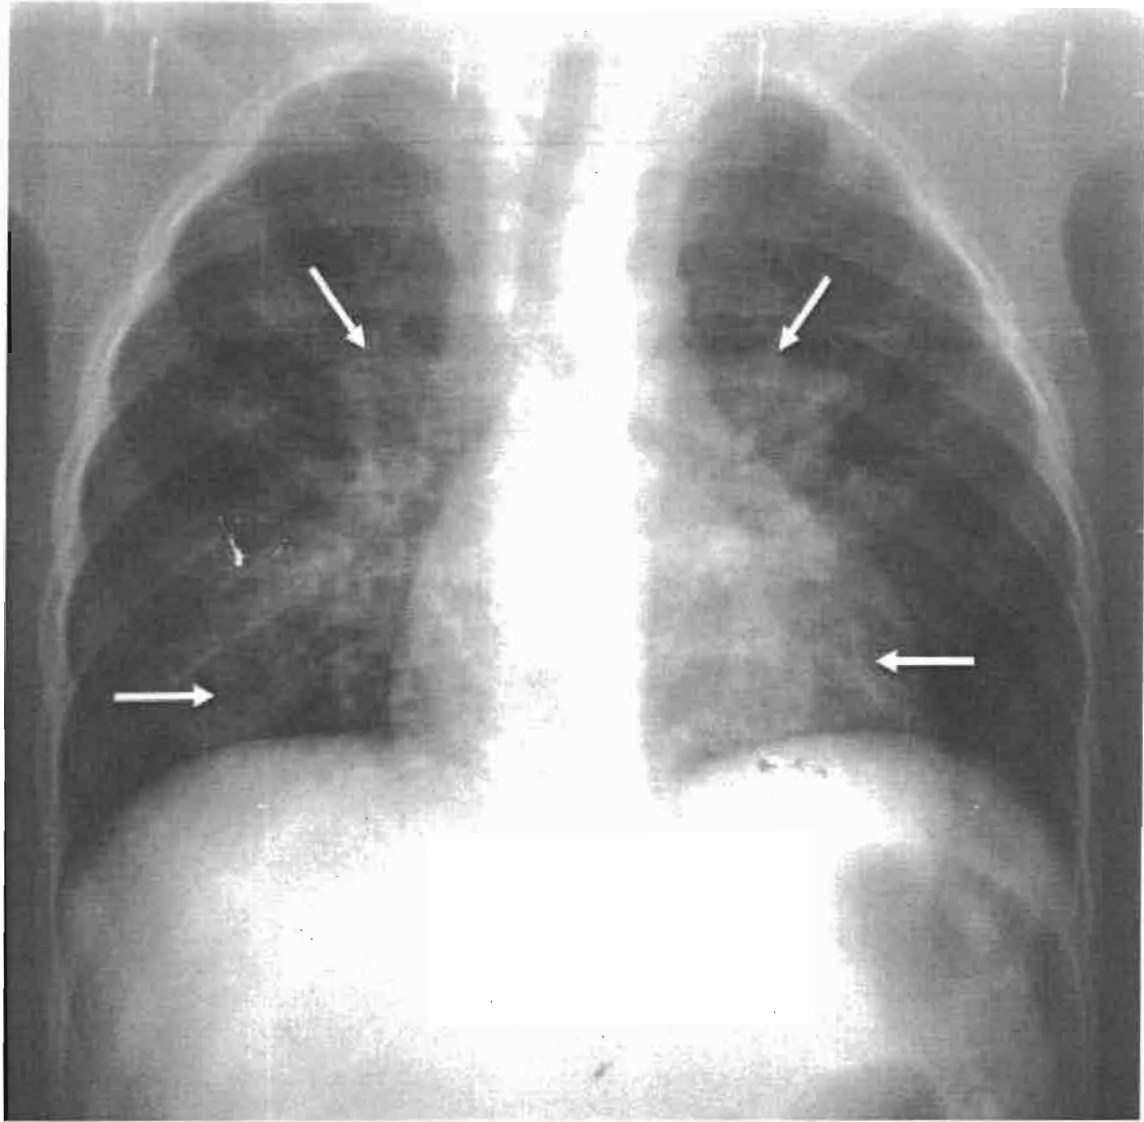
Radiographie thoracique de face chez un nourrisson de 14 mois qui a été admis pour toux chronique plus fièvre. Elle note des infiltrats interstitiels diffus (flèche).
